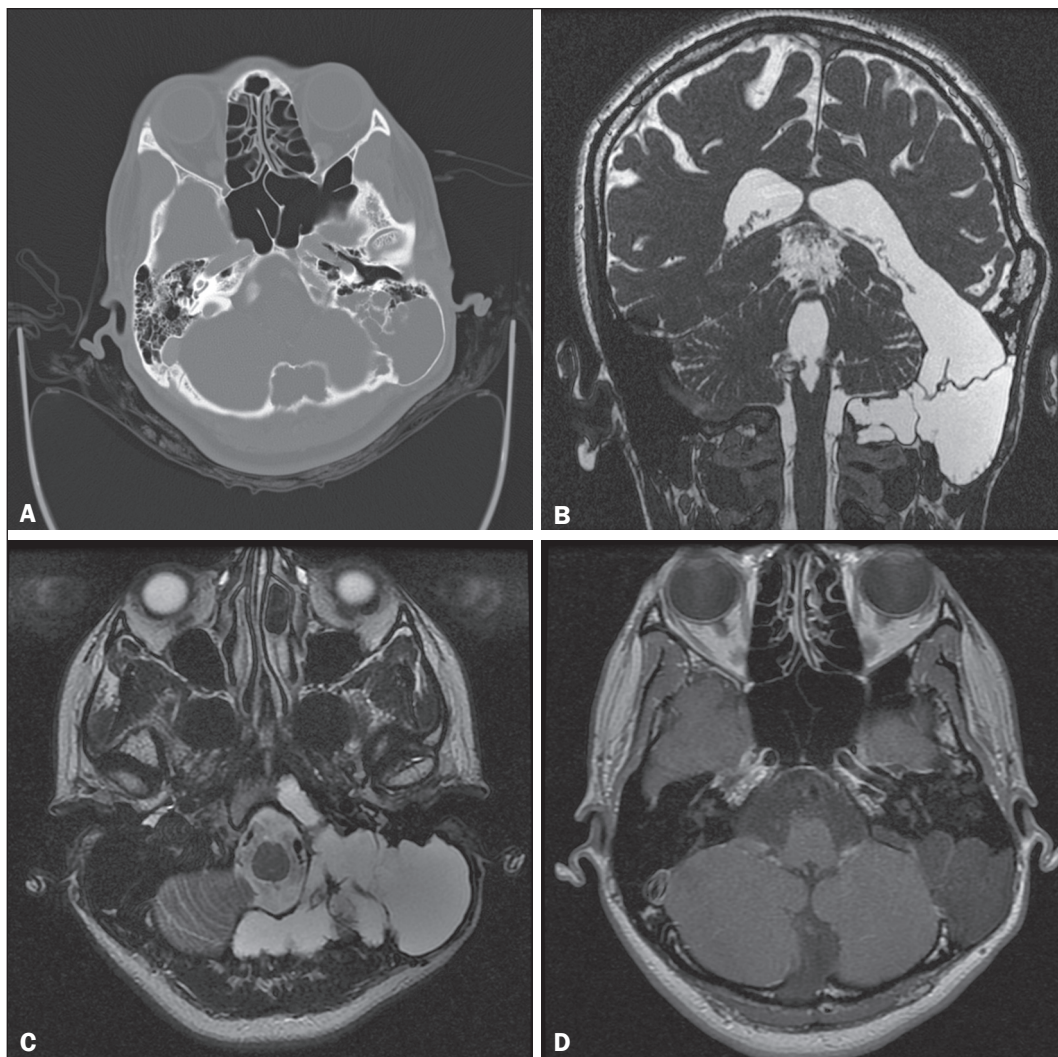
A: Tomografia computadorizada axial (janela óssea) mostrando remodelamento cístico e insuflativo das porções mais posteriores da mastoide do osso temporal esquerdo, com afinamento da tábua externa, sem rotura. B: Ressonância magnética com sequência FIESTA no plano coronal demonstrando comunicação cística leptomeníngea, que se estende do ventrículo lateral esquerdo, através da fossa craniana média, em direção ao osso temporal esquerdo. C: Ressonância magnética com sequência T2 turbo spin eco demonstrando formação cística leptomeníngea, com abaulamento e insuflação do osso temporal esquerdo, bem como pequena insinuação ao clívus. D: Ressonância magnética com sequência T1 pós-contraste mostrando formação cística leptomeníngea, sem evidências de realces anômalos ou de lesões expansivas sólidas associadas.
